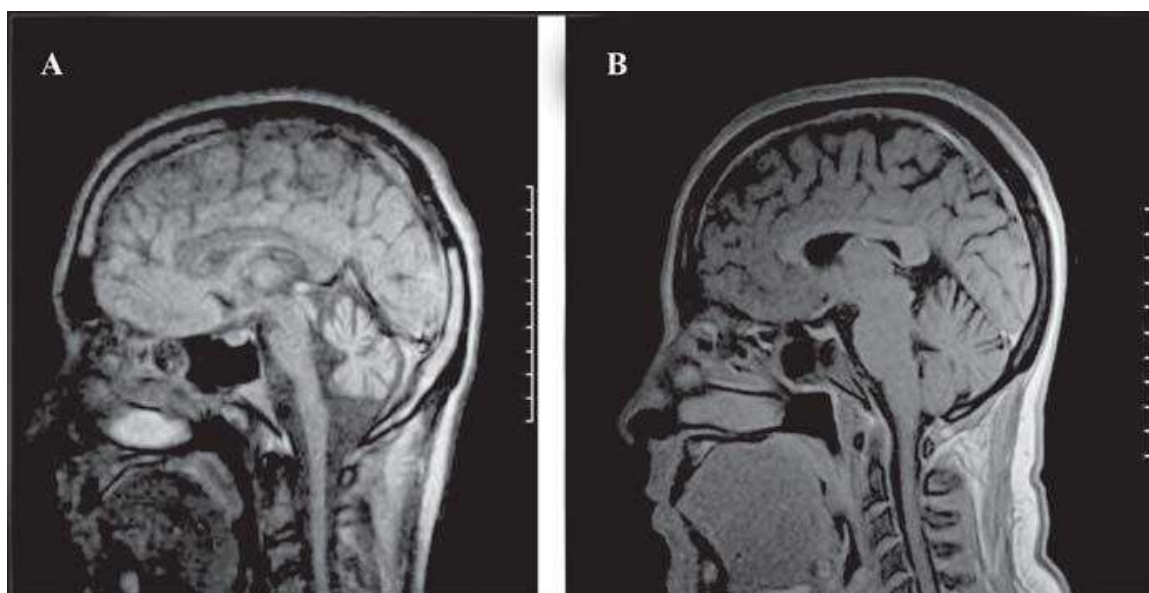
RMN de un paciente con SCA2 (edad 40 años; tiempo de evolución, 8 años; CAG, 39 unidades; SARA store, 19 (A); y un sujeto control [edad 40 años (B)]. Observe la severa atrofia del cerebelo y el tallo cerebral en el paciente.
